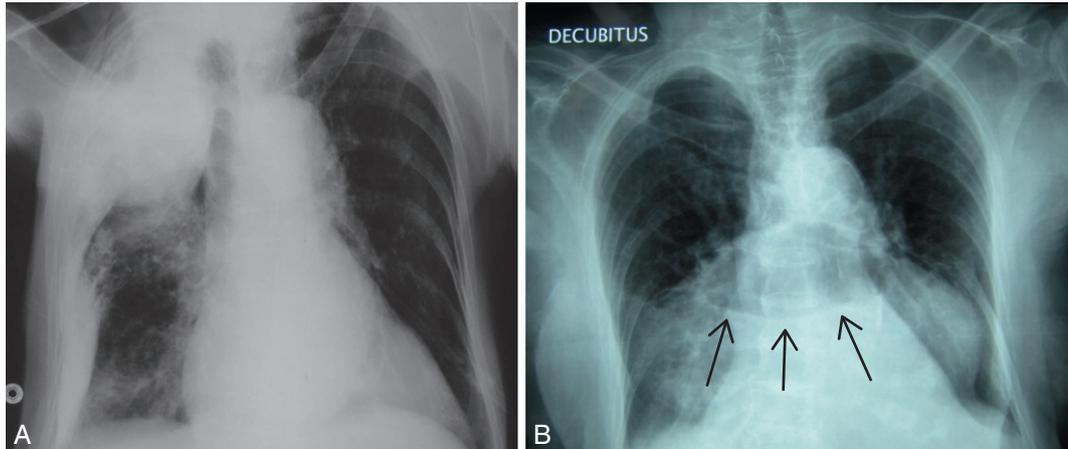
Exemples de pathologies chroniques souvent découvertes sur une radiographie pulmonaire. A. Séquelle de tuberculose. B. Hernie hiatale.
